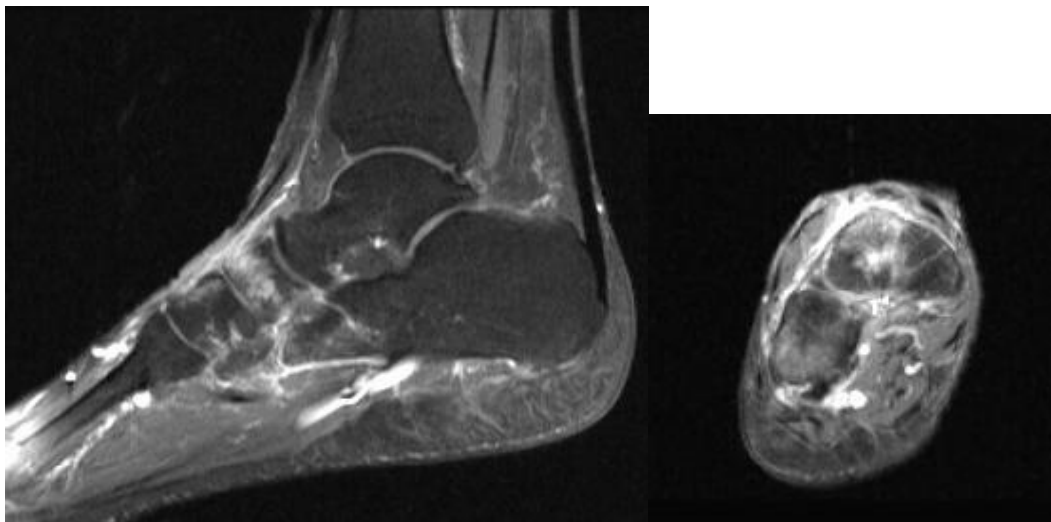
MRT von der Patientin von Abb.3. Ausgedehntes Ödem im Os naviculare, geringes Ödem im medialen Cuneiforme, Calcaneus und Cuboid.
